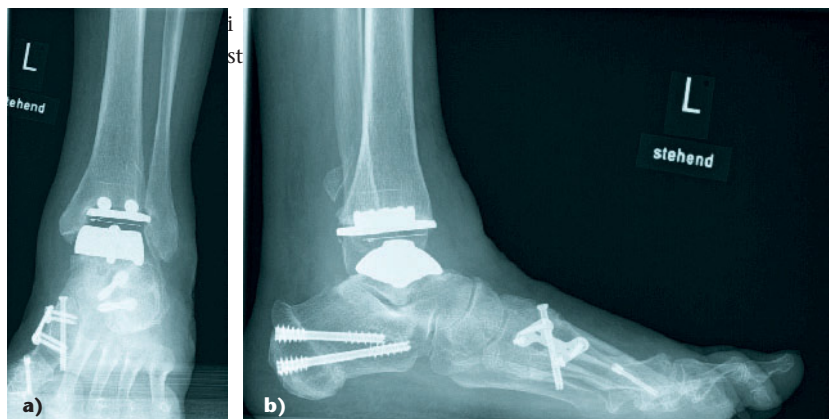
Exemplarisch und zusammenfassend zeigen die Röntgenbilder einer weiblichen Patientin, 79 Jahre mit klinisch symptomatischer OSG-Arthrose, VAS 9, Rückfuß-Valgus und Hallux valgus die Indikation zur prothetischen Versorgung des OSG mit begleitenden korrigierenden Maßnahmen. Das Ergebnis 6 Monate nach der Operation zeigt radiologisch eine achsgerechte Position der S.T.A.R. Prothese, VAS 1, altersgemäß freie Wegstrecke und knöcherne Konsolidierung der additiven knöchernen Maßnahmen (medialisierende Kalkaneusverschiebeosteotomie, Arthrodese des ersten Tarsometatarsalgelenks und distale Korrekturosteotomie des Metatarsale 1 zur Korrektur des inkongruenten Gelenkflächenwinkels).
